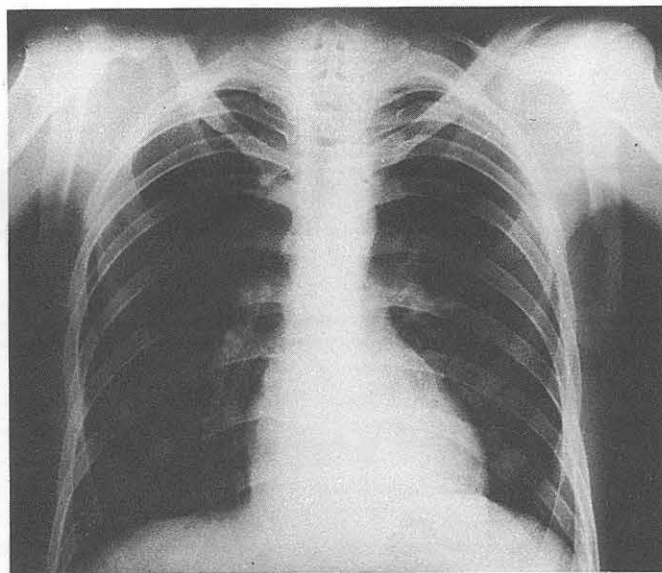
Caso A. A las 48 horas. Radiografía normal.
